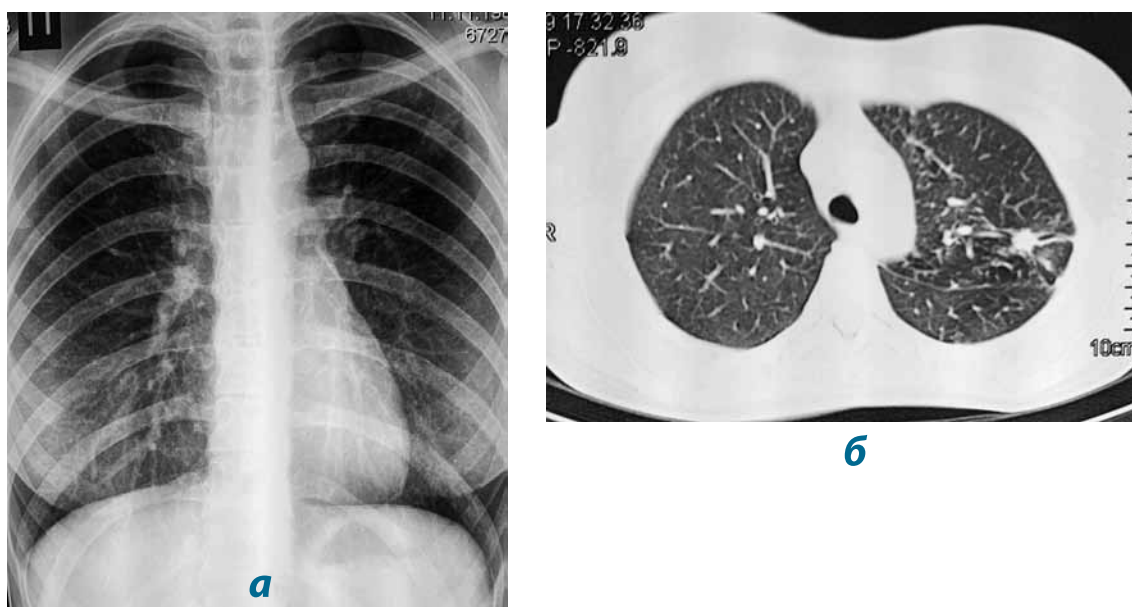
Обзорная рентгенограмма (а) и компьютерная томограмма верхних отделов правого легкого (б) пациентки Л. через 5 месяцев лечения. Пояснения – в тексте
